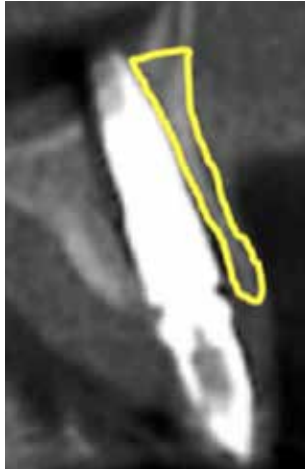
CBCT avaliando a área de osso vestibular ao implante.
